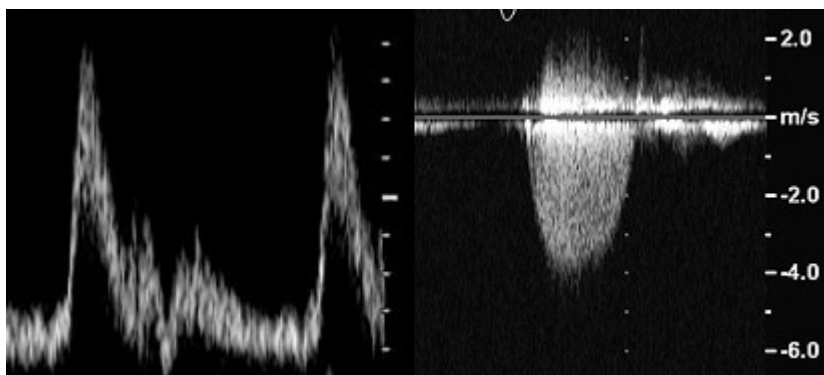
Dopplereffekten
